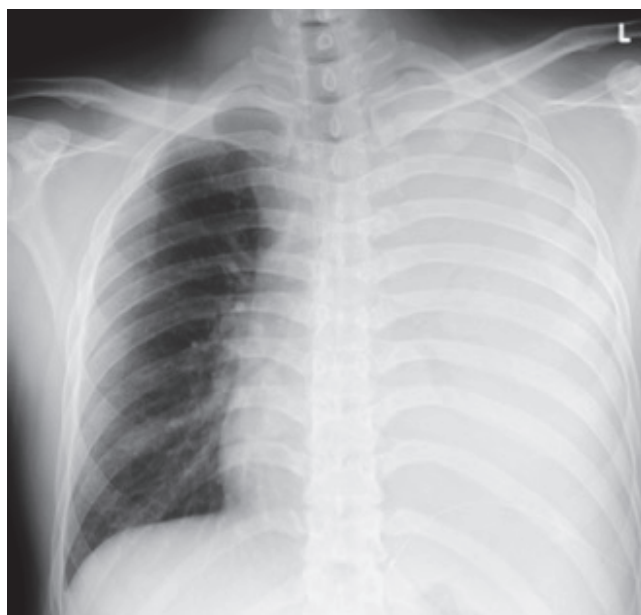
Chest X-ray finding
